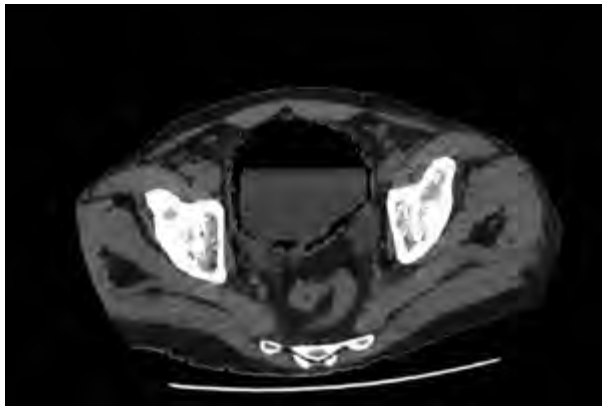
Tomografía computarizada (corte axial). Se observan burbujas aéreas en la pared vesical y nivel hidroaéreo
